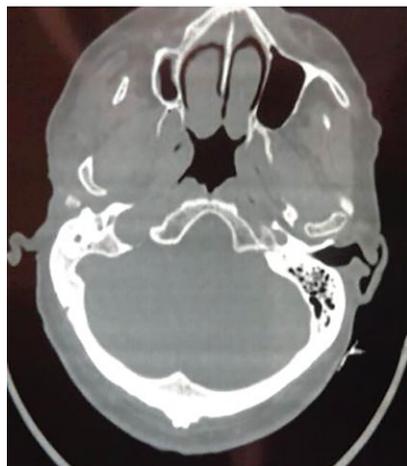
Больной С. Компьютерная томограмма черепа в 2 проекциях: инфильтративная опухоль, поражающая подкожную клетчатку спереди от слухового прохода справа с распространением на околоушную слюнную железу, поражающая кожу наружного слухового прохода с переходом на среднее ухо. Разрушение передних стенок наружного слухового прохода и крыши барабанной полости с частичным разрушением пирамиды височной кости
